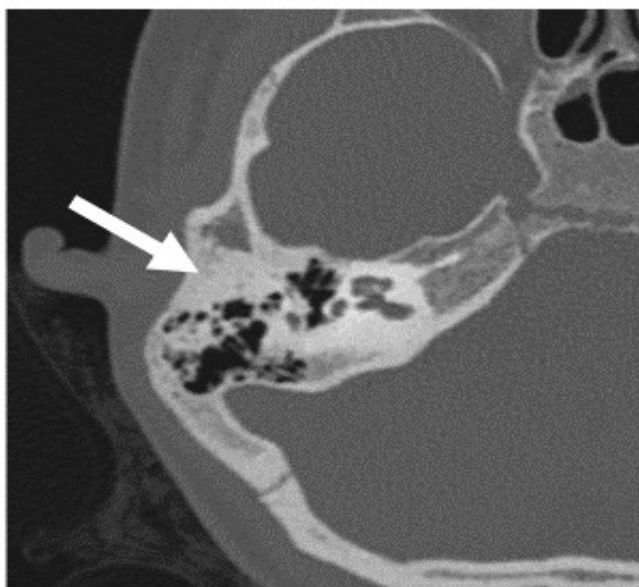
Правое ухо. МСКТ височных костей в аксиальной проекции. Полная врожденная костная атрезия наружного слухового прохода (отмечено стрелкой)
